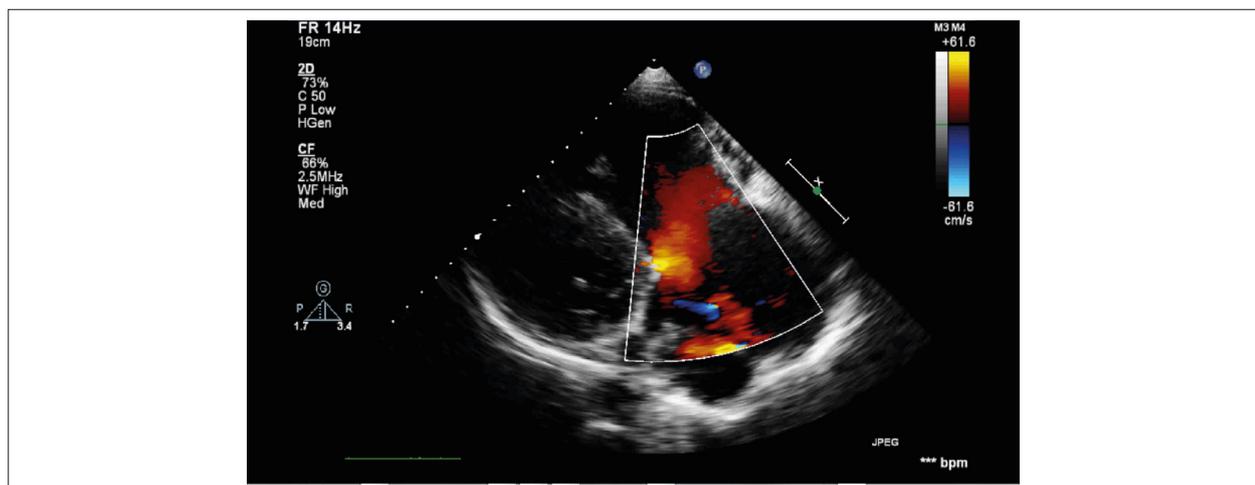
Ecodopplercardiograma transtorácico de janela paraesternal longitudinal com melhor visualização das cavidades direitas, mostrando folheto anterior de valva tricúspide com implante normal no sulco atrioventricular.
